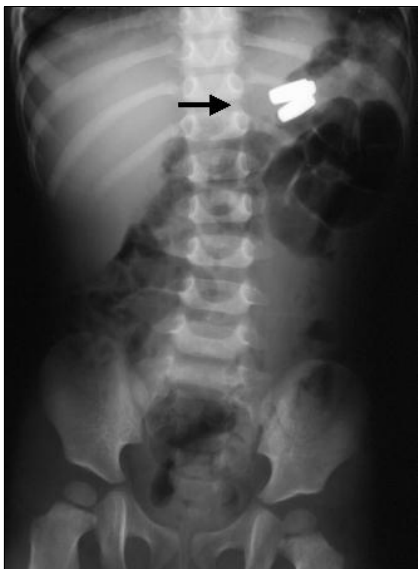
Plain abdominal radiograph. The three magnets are seen in the abdomen (arrow).
